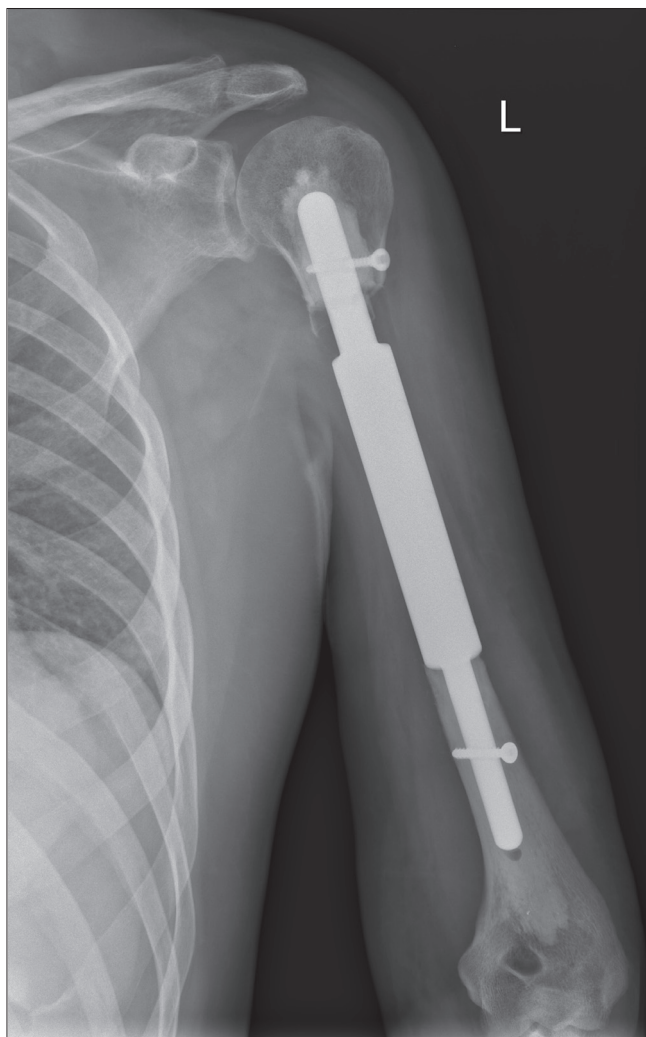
Рентгенография после резэндопротезирования. Цементные ножки эндопротеза дополнительно блокированы винтами
